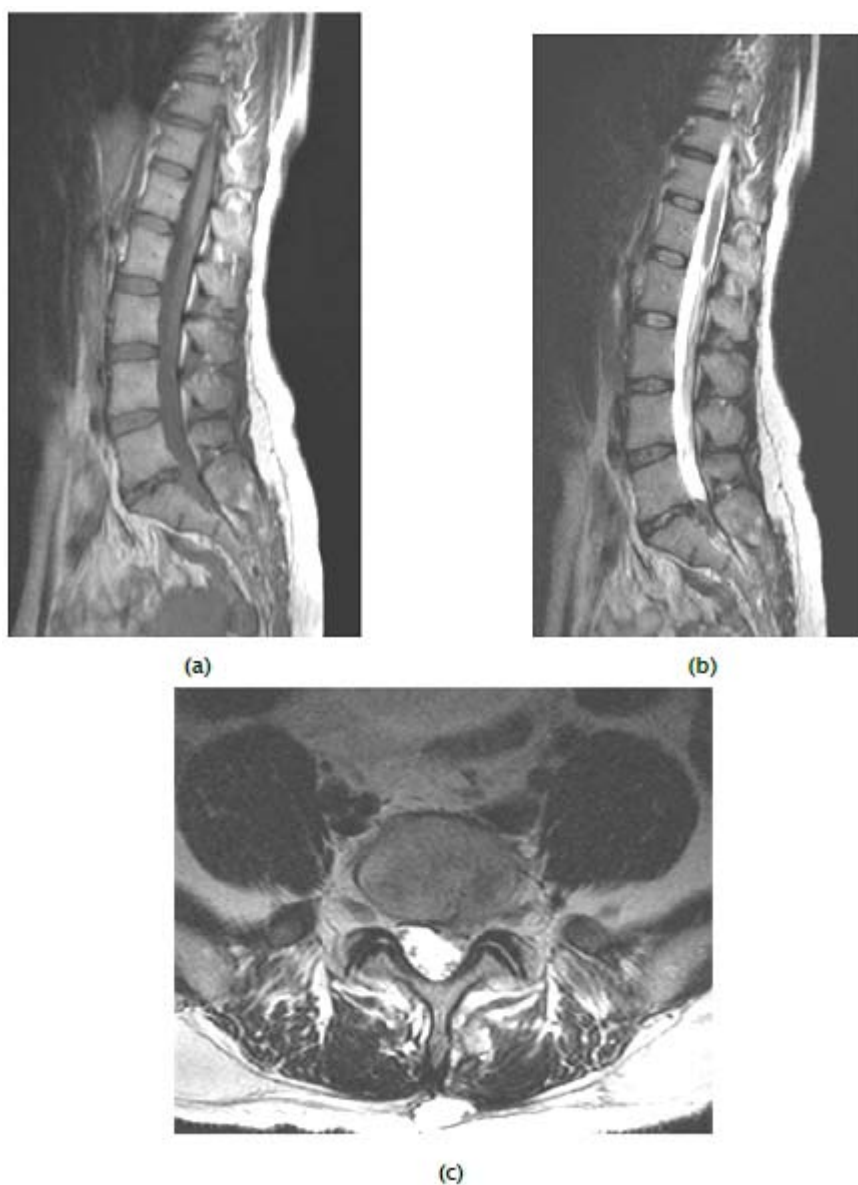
Exemple de hernie discale traitée par endoscopie .IRM sans injection en coupe sagittale en T1(a), T2(b) et axiale T2 (c). Hernie discale L5–S1 postéro latérale gauche migrée en bas.
